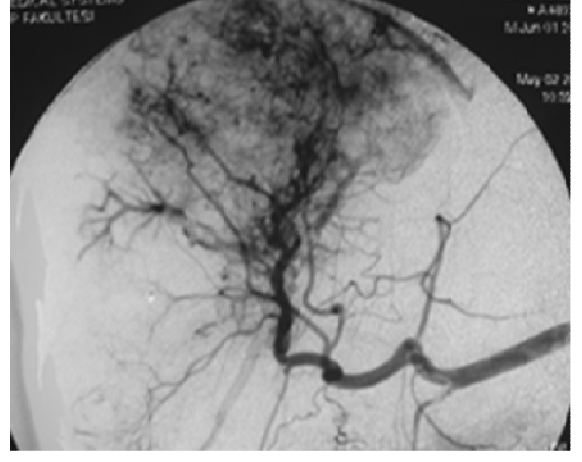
65 yaşında erkek, BCLC Evre B grubu. A. T1 ağırlıklı kontrastlı MR tetkikinde venöz fazda washout ve kapsül kontratlanması gösteren kitle B. Hepatik arteriyografide hipervasküler kitle C. DC Bead TAKE sonrası total devaskülarizasyon D. Kontrol MR'da lezyon ön kesiminde periferik kontrast tutan odağı olan nekroze lezyon, kısmi cevap
